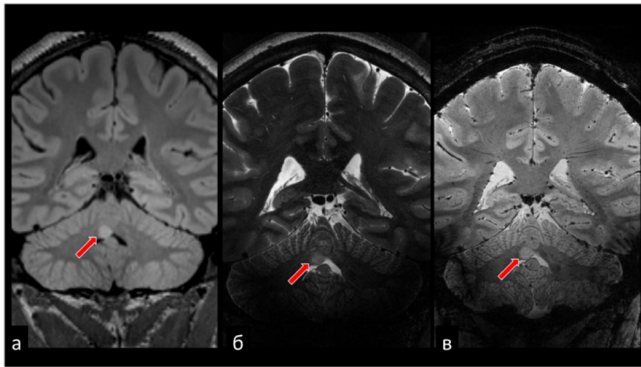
Гамартома, выявленная с помощью магнитно-резонансной томографии при 3 Тл и дополнительно охарактеризованная при 7 Тл. Корональная T_2 -взвешенная инверсионно-восстановленная магнитно-резонансная томограмма при 3 Тл (а) демонстрирует гипертензивное образование (красные стрелки) в правом полушарии мозжечка. Корональная T_2 -взвешенная (б) и корональная взвешенная по восприимчивости (в) магнитно-резонансная томограмма, полученные при 7 Тл, не показывают признаков микроциркуляции в пределах образования (адаптировано из работы [79])
